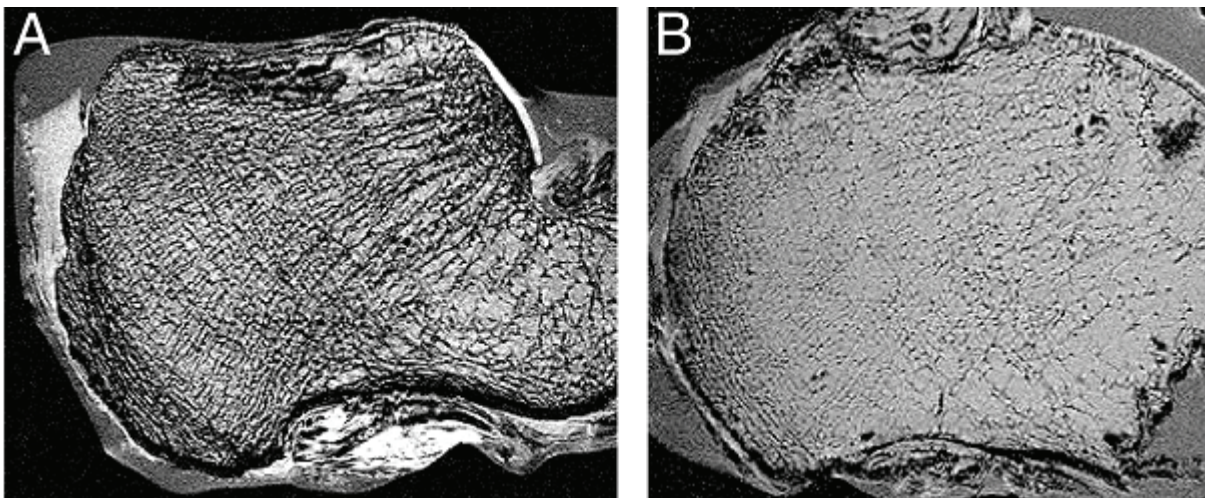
sagittale Aufnahme des Calcaneus im hochauflösenden MRT (Voxelgröße: 0,195 x 0,195 x 0,5 mm<sup>3</sup>) A: Patient ohne WK Fraktur. B: Patient mit WK Fraktur. Man erkennt deutlich den Unterschied der Trabekulären Struktur. A: dichte Trabekelstruktur. B: reduzierte Trabekelstruktur.
